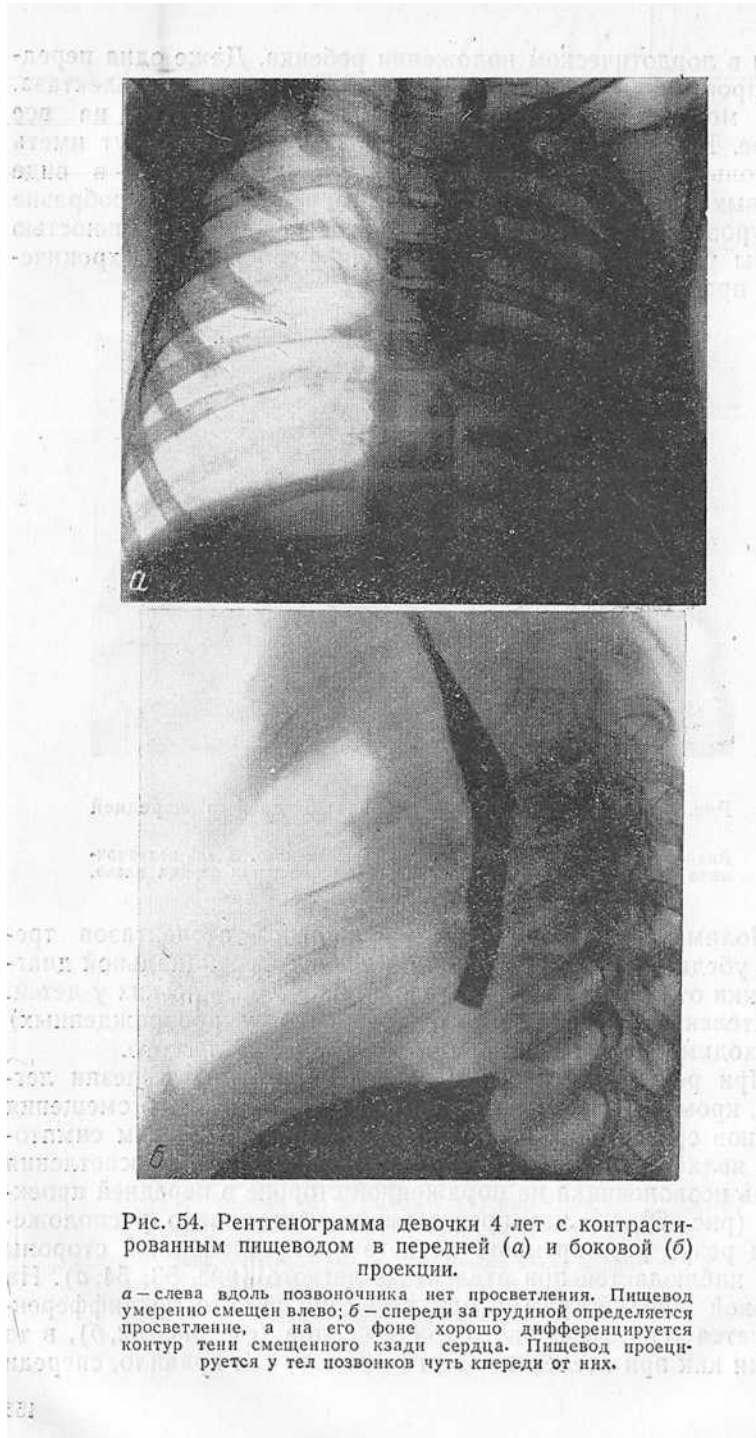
Рентгенограмма девочки 4 лет с контрастированным пищеводом в передней (а) и боковой (б) проекции.
